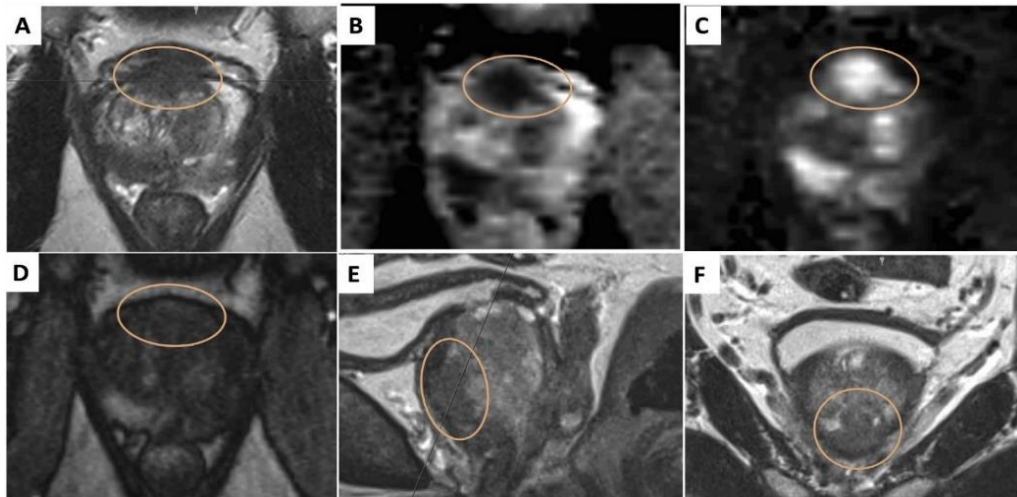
Imagens de ressonância magnética multiparamétrica da próstata de paciente com lesão com Gleason Score 7 (3+4) na zona de transição. Imagens ponderadas em T2 (A) axial, (E) sagital e (F) coronal com lesão com baixa intensidade de sinal (círculo); (B) mapa de coeficiente de difusão aparente mostra hiposinal focal com correspondente hipersinal focal em (C) imagem ponderada em difusão com valor de b de 1400 s/mm²; (D) estudo dinâmico com contraste não mostra realce focal precoce. Adaptado de (48).
